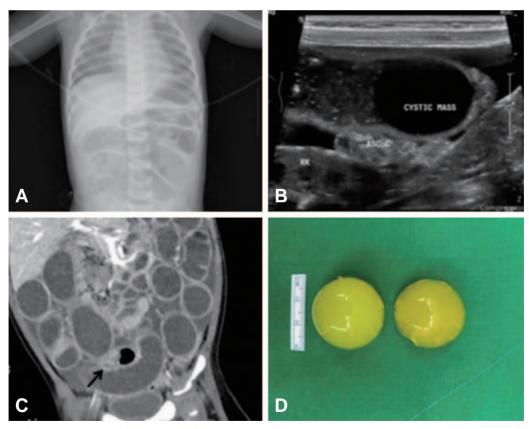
Imaging findings of case 1. (A) A plain radiograph shows the dilated small bowel, suggesting intestinal obstruction (day 1). (B) Sonographically, a 3 cm-sized, well-demarcated cystic mass ("CYSTIC MASS") is located in the distal ileum in the right lower abdomen with the distal small bowel loop and the ascending colon ("ASC C") collapsed (day 1). At the time of the sonography, the mass was presumed to be an intestinal duplication. (C) Dilated small bowel loops with transition zone (arrow) are shown on computed tomography scan (day 1). (D) Two slices of 1 water bead removed at the first exploratory laparoscopy (day 2).
